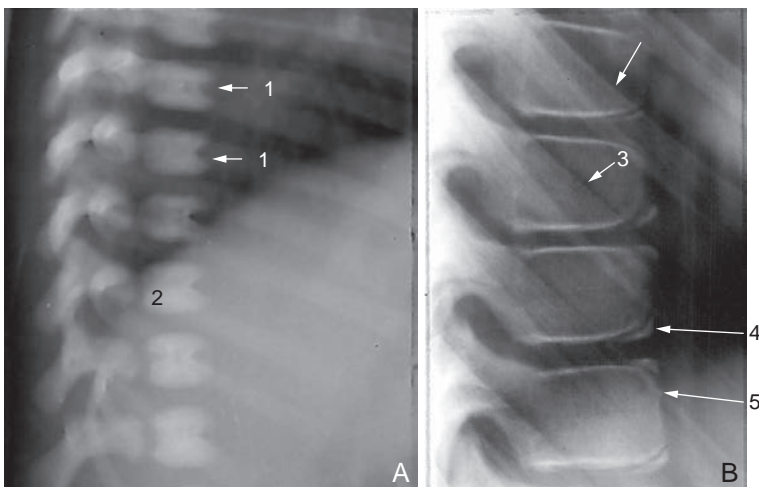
Exemple de radiographie du rachis thoracique de profil.
